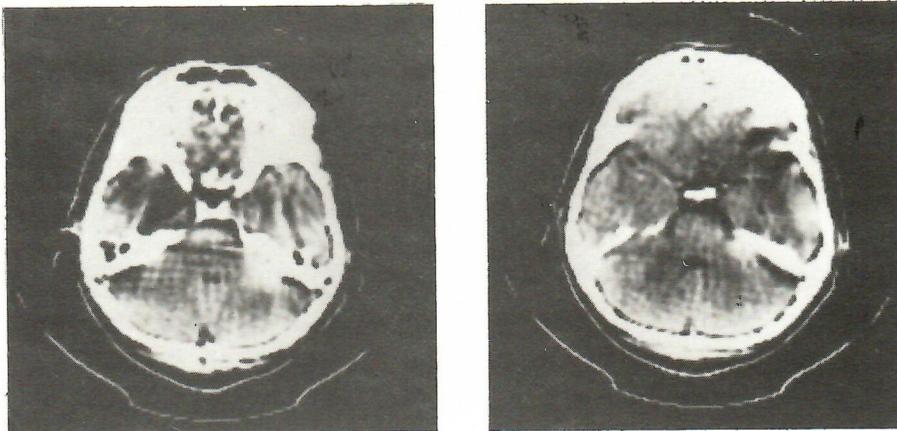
Tomografia Assiale Computerizzata (dopo mezzo di contrasto): impregnazione omogenea, a margini sfumati, in corrispondenza della cisterna dell'angolo ponto-cerebellare di destra; la presenza di artefatti dovuti ad effetto di volume parziale non consente una diagnosi sicura di estrinsecazione intracranica del neurinoma dell'acustico.
